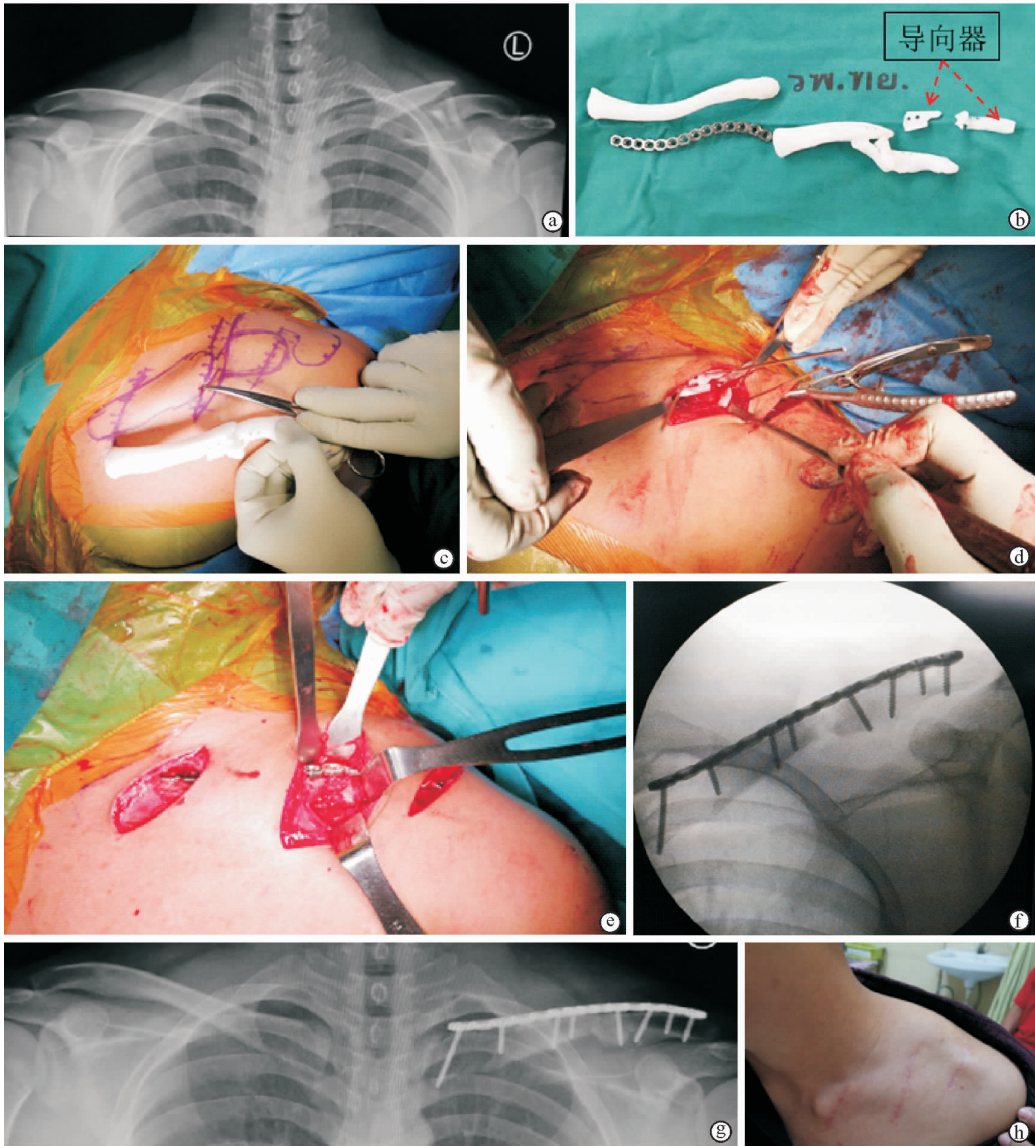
个性化解剖钢板结合导向器矫正锁骨骨折畸形愈合 a. 外伤致左侧锁骨中段骨折, 行非手术治疗后骨折畸形愈合, 影响外观及左肩关节活动 b. 以健侧锁骨 CT 扫描数据镜像翻转打印出的锁骨模型、个体化解剖钢板、患侧畸形锁骨模型及钻孔导向器 c. 将带有导向孔的畸形锁骨模型与患侧畸形锁骨比较, 确定导向器放置部位 d. 术中照片显示使用导向器在锁骨钻孔 e. 术中照片显示皮肤切口和经皮插入的钢板 f. 术中透视影像显示骨折复位钢板固定完成 g. 术后随访时双侧锁骨正位 X 线片显示骨折愈合 h. 随访时大体照片显示手术瘢痕不明显
